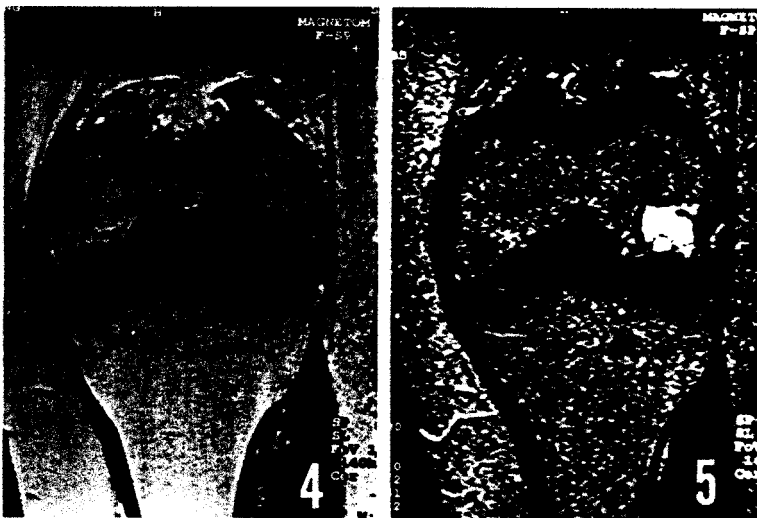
T1-weighted coronal MRI
